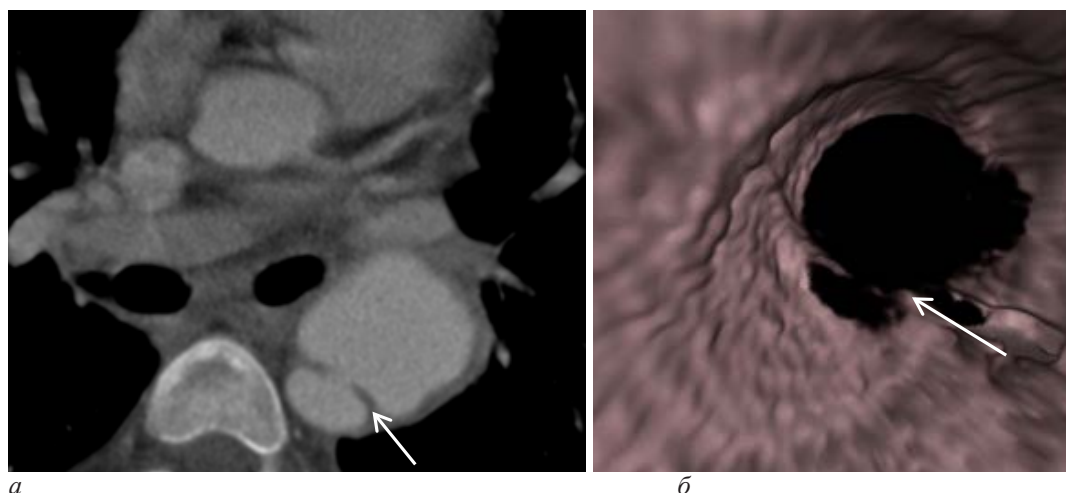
МСКТ-ангиография грудной аорты:
